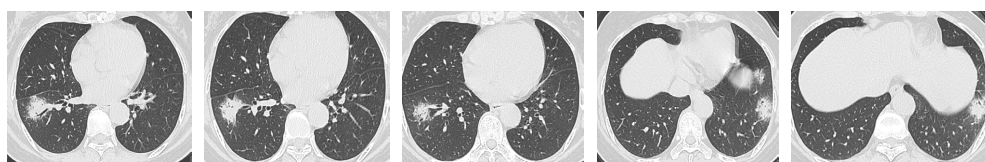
Chest CT, March 7, 2023
